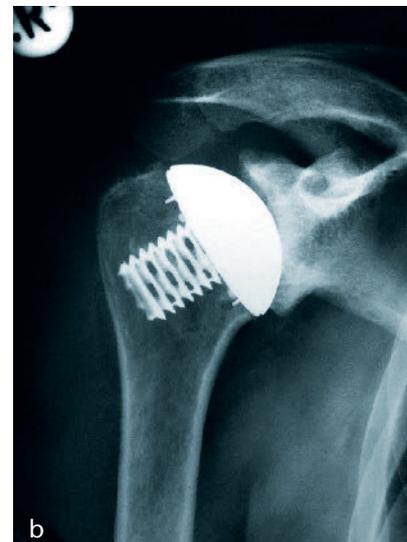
a Präoperatives Röntgenbild bei viertergradiger Omarthrose. b Röntgenkontrolle nach Eclipse-Hemiprothesenimplantation.
